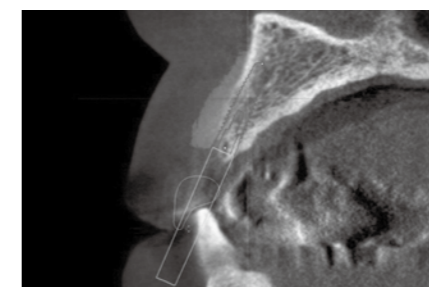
術前CTシミュレーション。唇側の骨吸収を極力防ぐために、インプラントの埋入方向は、歯槽骨中央ではなく、基底結節の方向となるようにシミュレーションする。唇側の骨が不足しており、GBRが必要である。
